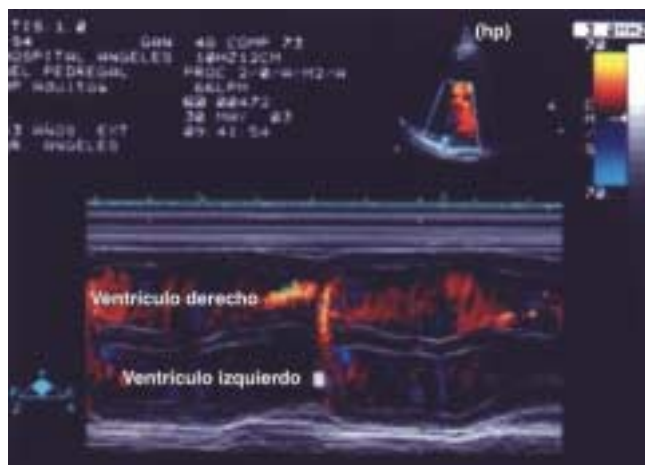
Ecocardiograma por vía transtorácica, tomado en reposo, en posición paraesternal, eje corto, que corresponde al mismo caso de la figura 1, y en el que se aprecia en la imagen diastólica la compresión diastólica del septum interventricular traducida por la pérdida de su forma circular.
